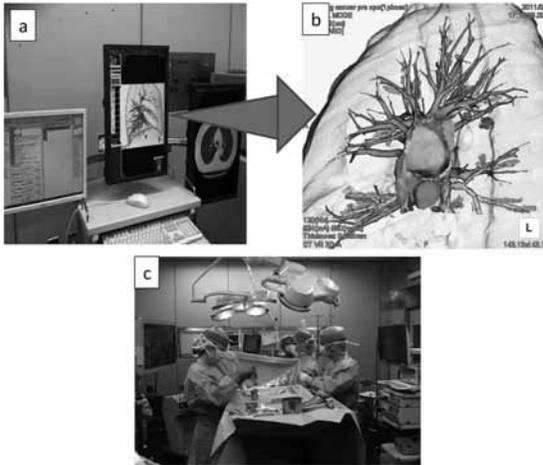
完全鏡視下区域切除手術室：(a)電子カルテ，およびCT，および3D-CT描出モニター (b)3D-CT拡大画像 (c)手術室でリアルタイムに3D-CT，鏡視モニターを観察しながら，手術を進行している。
